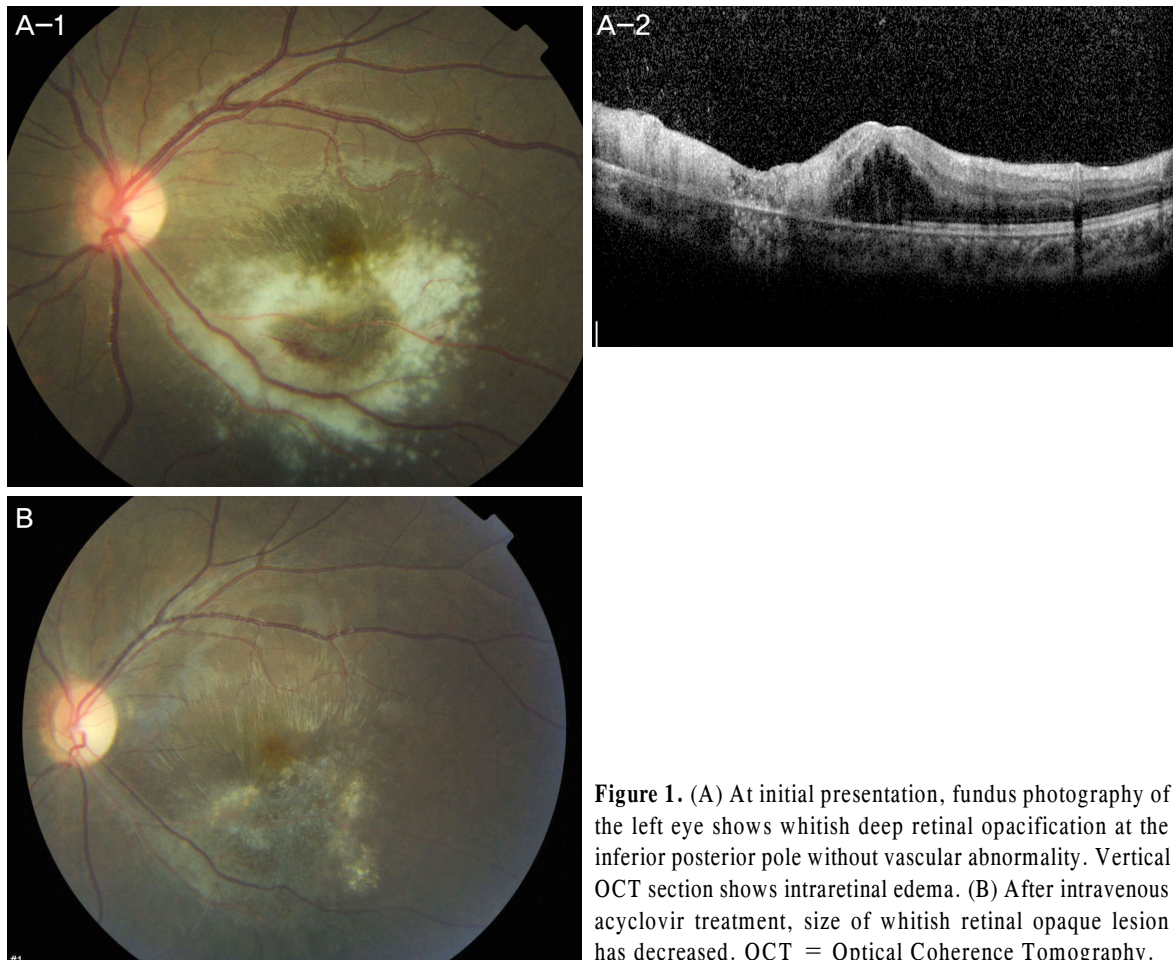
(A) At initial presentation, fundus photography of the left eye shows whitish deep retinal opacification at the inferior posterior pole without vascular abnormality. Vertical OCT section shows intraretinal edema. (B) After intravenous acyclovir treatment, size of whitish retinal opaque lesion has decreased. OCT = Optical Coherence Tomography.
